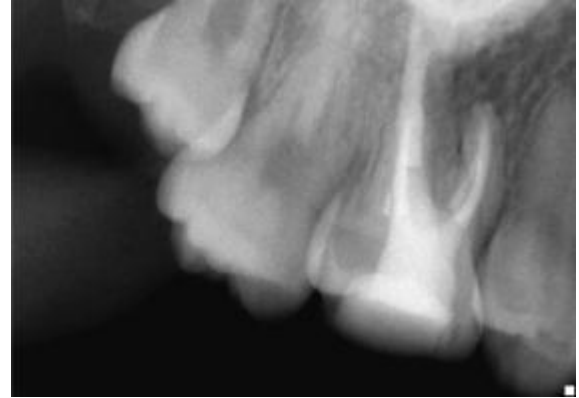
une radiographie préopératoire de la 1ère M pris sous un angle distal. [42]
